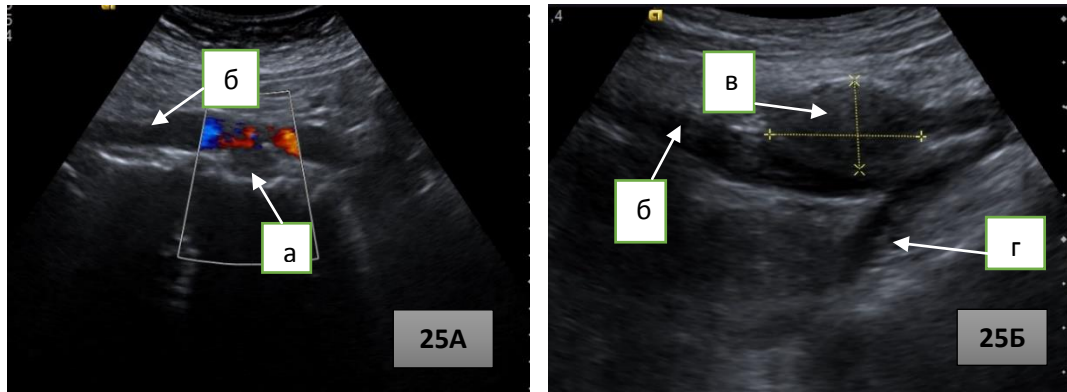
Рисунок 25А и 25Б – Ультразвуковая томограмма метастатически измененных тазовых лимфатических узлов: а) метастаз кзади от наружных подвздошных сосудов; б) наружные подвздошные сосуды; в) метастаз в области бифуркации общих подвздошных сосудов; г) внутренние подвздошные сосуды.
